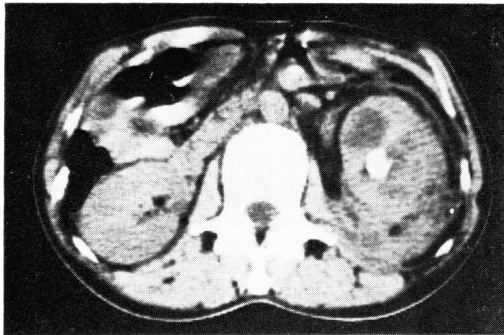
症例2, CT, 左腎の実質に相当する領域は均等な濃度で腎後面は癒着を示す。
